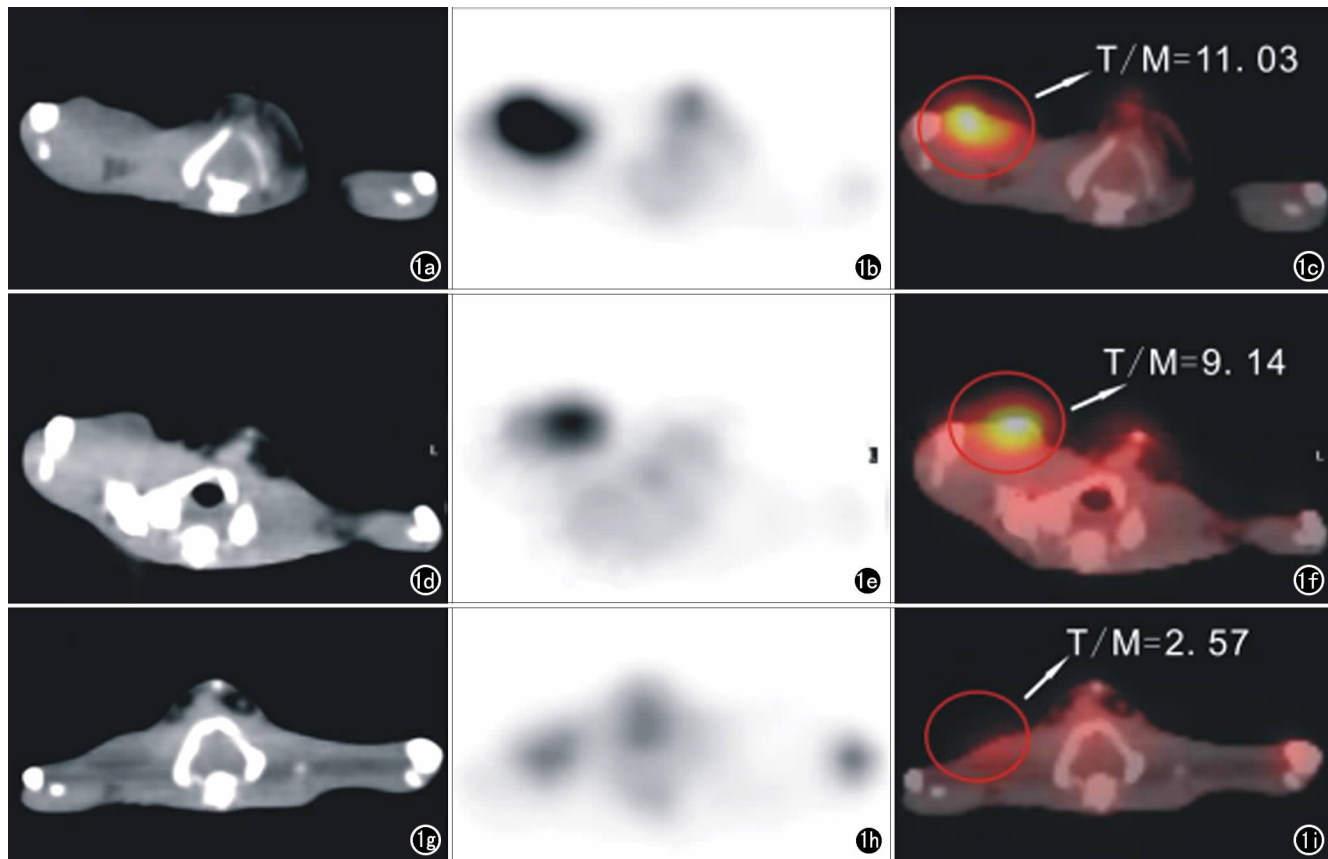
3 组大鼠 ¹⁸F-FDG PET/CT 图像, 自左向右依次为 CT、PET 及 PET/CT 融合图像。B 组 T/M 较 A 组略有下降, C 组 T/M 则最低。a) A 组大鼠 CT 图像; b) A 组大鼠 PET 图像; c) A 组大鼠 PET/CT 融合图像; d) B 组大鼠 CT 图像; e) B 组大鼠 PET 图像; f) B 组大鼠 PET/CT 融合图像; g) C 组大鼠 CT 图像; h) C 组大鼠 PET 图像; i) C 组大鼠 PET/CT 融合图像。
